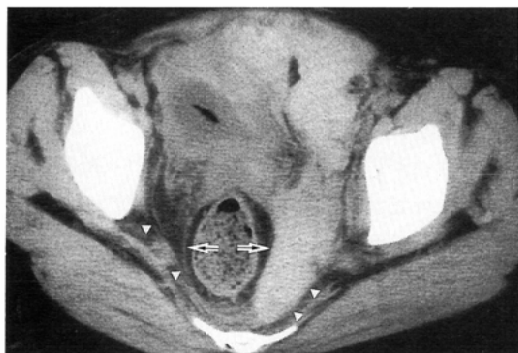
Case 2. 33-year-old woman with vaginal laceration after delivery: CT at (b) level shows massive hematoma in the prevesical space, which extends posteriorly to the anterior aspect of the sacrum, splitting the left sacrouterine ligament (arrow) and the left coccygeus muscle (arrowheads). The right sacrouterine ligament attaches to the right coccygeus muscle at posterior third.
